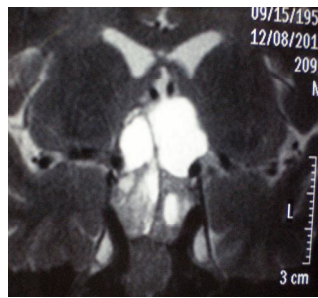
А, Б. МРТ випадку інвазивної гормонально-неактивної аденоми гіпофіза.
